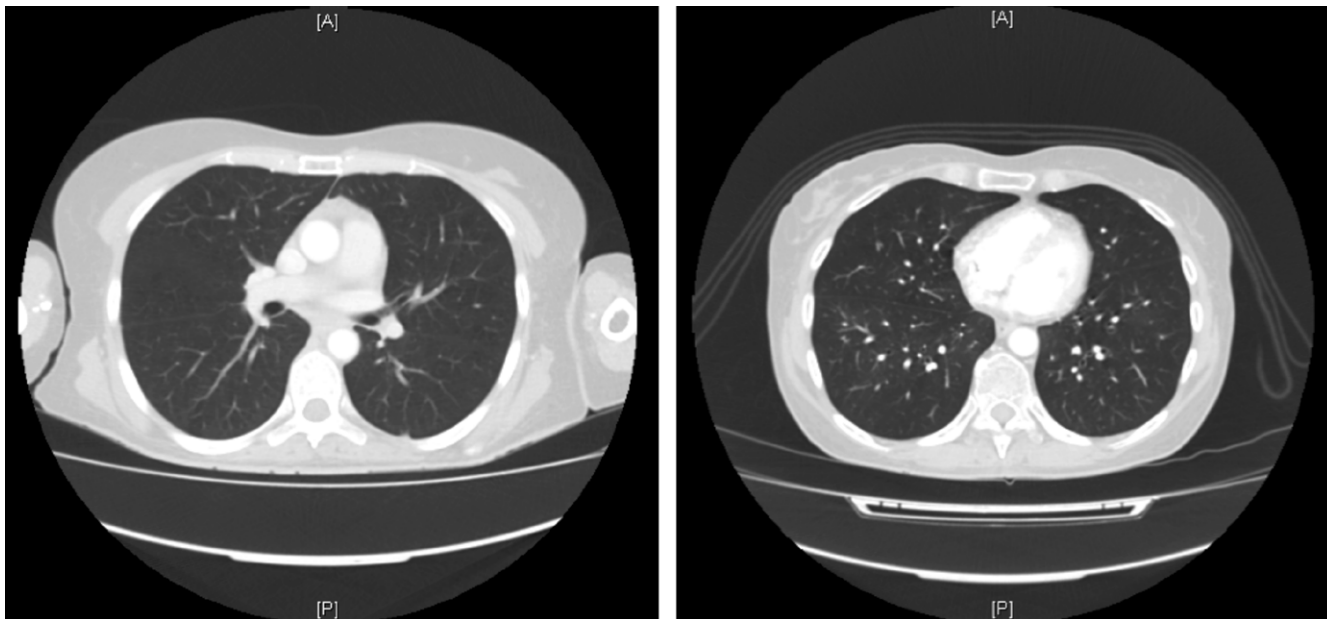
A) Tomografía computarizada torácica de septiembre de 2015: sin alteraciones en parénquima pulmonar. B) Tomografía computarizada de agosto 2016: No se aprecian adenopatías torácicas radiológicamente significativas. En ambos pulmones se observan dilataciones bronquiales cilíndricas periféricas leves.
